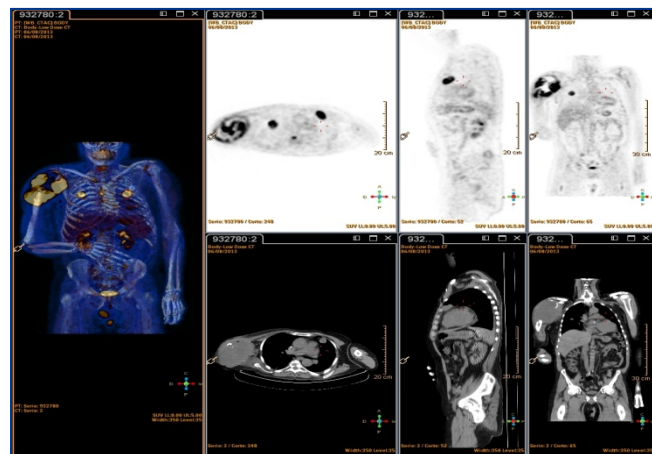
PET con 18F-FDG en el que se observa la existencia de un sarcoma humeral derecho y afectación diseminada a distancia.
